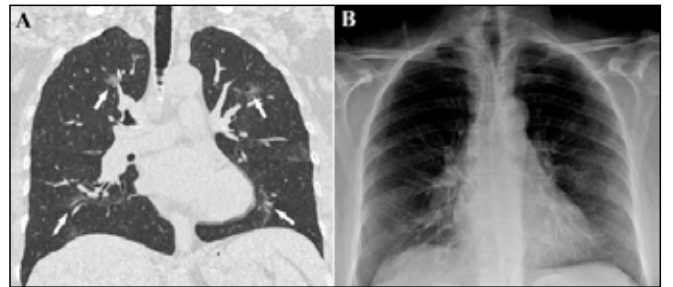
Akciğer zonları. A) Koronal BT imajı. B) Akciğer grafisi. Karina seviyesinin üstünde kalan akciğer alanı üst zonları; sağ inferior pulmoner venin alt duvarının altında kalan akciğer alanı alt zonları; bu seviyelerin arasındaki alan ise orta zonları oluşturmaktadır.
